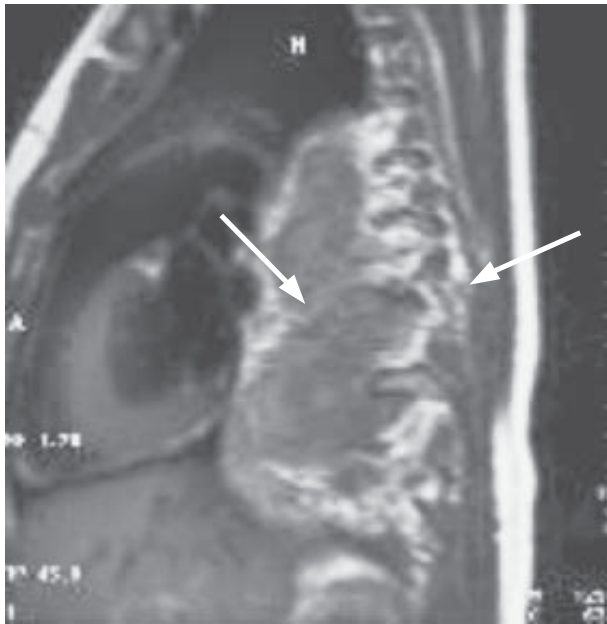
Нейробластома заднього середостіння з проникненням пухлини в спинномозковий канал. Магнітно-резонансна томографія
